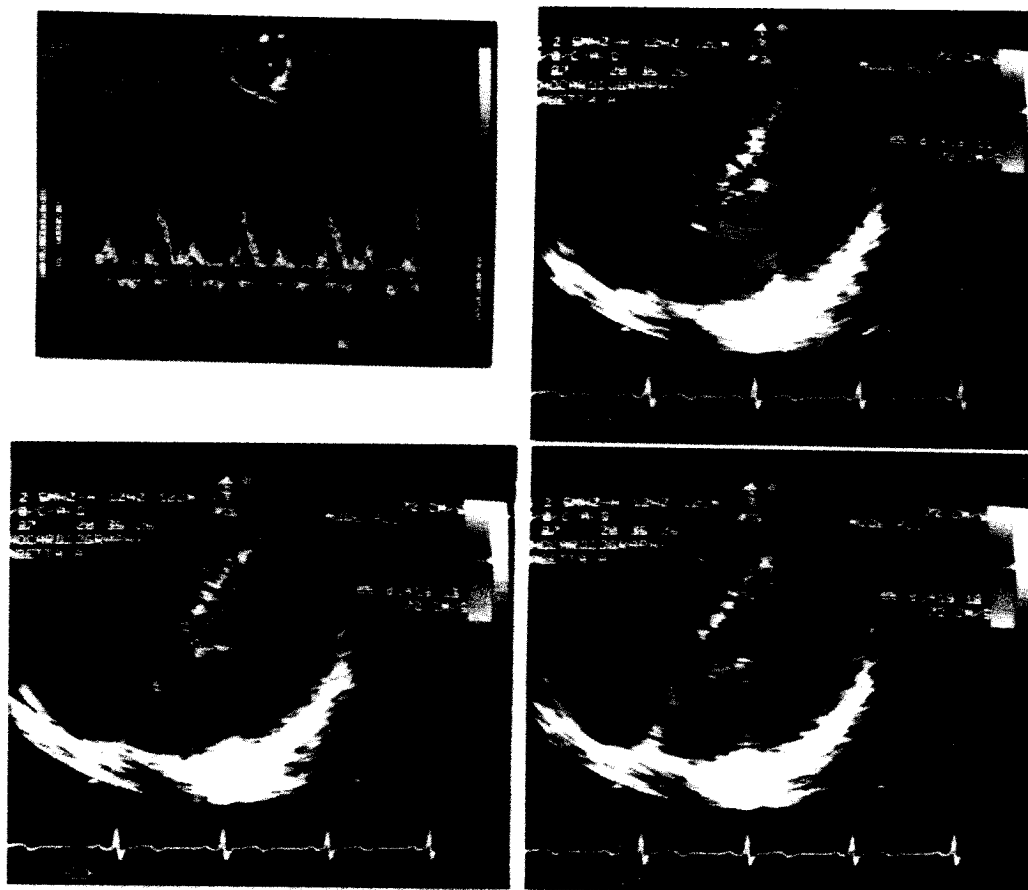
Eco Doppler di un soggetto normale non allenato. In alto, a sinistra: l'eco Doppler mitralico pulsato presenta in protodiastole un'ampia onda E seguita da una fase di decremento della velocità di flusso mesodiastolica che non raggiunge la linea zero e quindi dall'onda atriale A telediastolica. Il fotogramma in alto a destra ed i due in basso riproducono gli eventi registrati in color Doppler su una proiezione apicale 4 camere rispettivamente in proto, meso e telediastole. Si rilevano, in successione, il voluminoso bolo rosso di riempimento rapido, seguito da un flusso mesodiastolico ridotto e infine il consistente contributo atriale. Si noti, in questa figura come nelle altre in color Doppler, la non perfetta corrispondenza fra evento emodinamico e segnale elettrico per la non elevata risoluzione temporale della metodica in codice colorato
